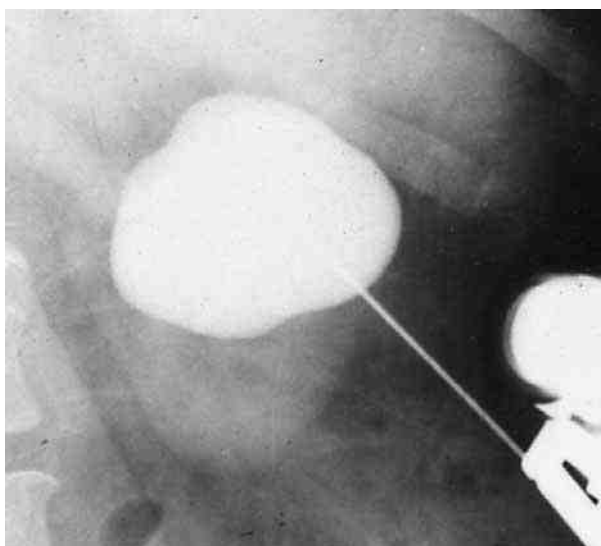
Рентгеновская кистография
